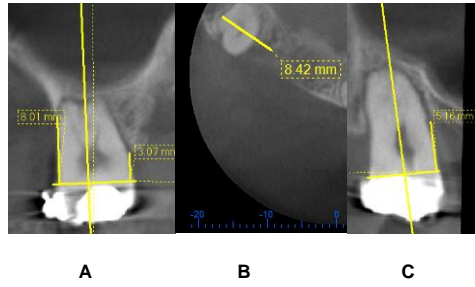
Tomografía final diente 18(M) A Corte sagital , 7B. Corte Basal (sentido MD) . 7C.Corte Coronal.
